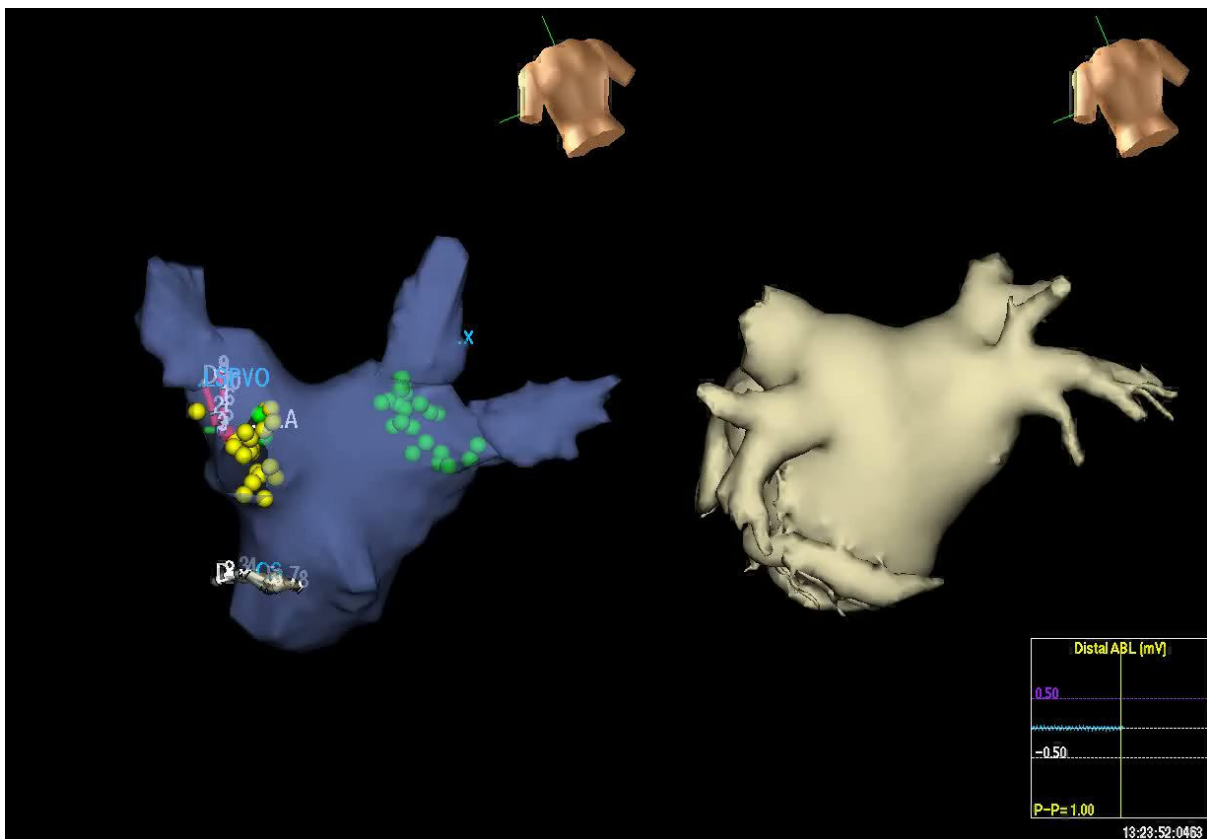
Vergleich der Rekonstruktion des linken Vorhofs mit dem EnSite/NavX-System und mit der CT-Bildgebung (64-Zeilen Dual Source CT, SOMATOM Definition, Fa. Siemens) [10]
